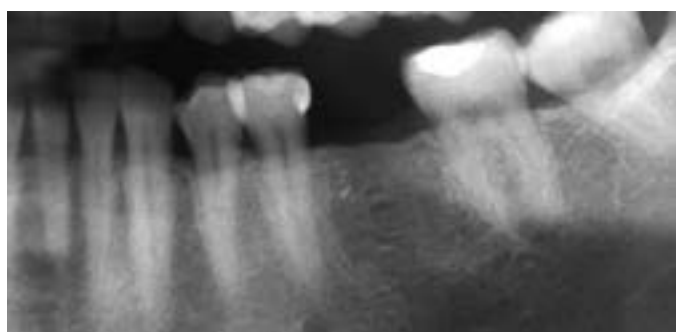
Рентгенограмма исходной клинической картины
